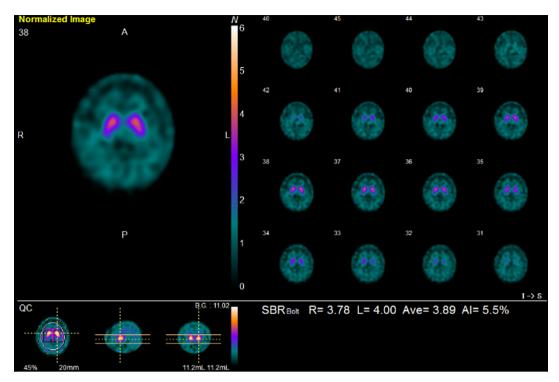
123I-ioflupane scintigraphy: normal findings.
